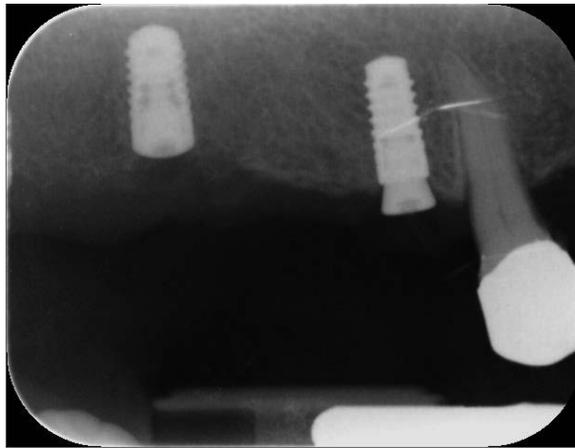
Radiografía periapical de los implantes colocados. En el implante distal se utilizó un tapón de cierre por presentar un torque < 25 Ncm.
